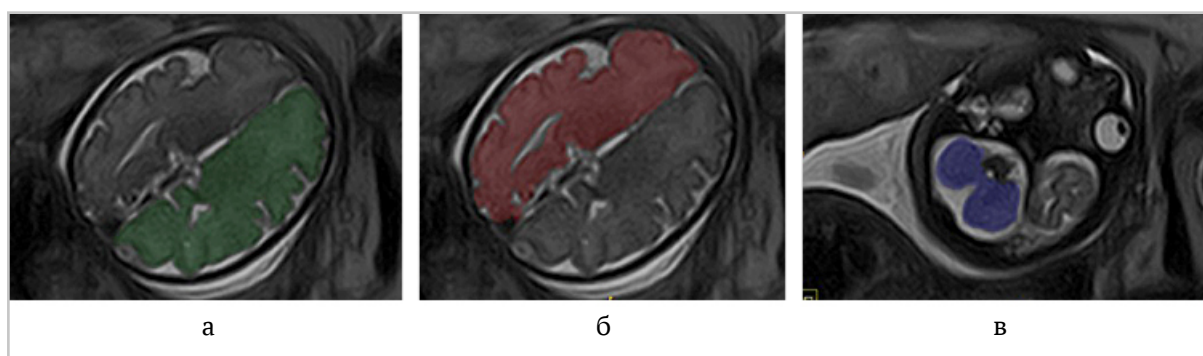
Пренатальная МРТ головного мозга плода (1,5 Тл, T2-ВИ SS-FSE, аксиальная плоскость). Ручная сегментация зон интереса (ROI) в программе ITK-SNAP 3.0: а — правая гемисфера (зеленый), б — левая гемисфера (красный), в — мозжечок (синий)
